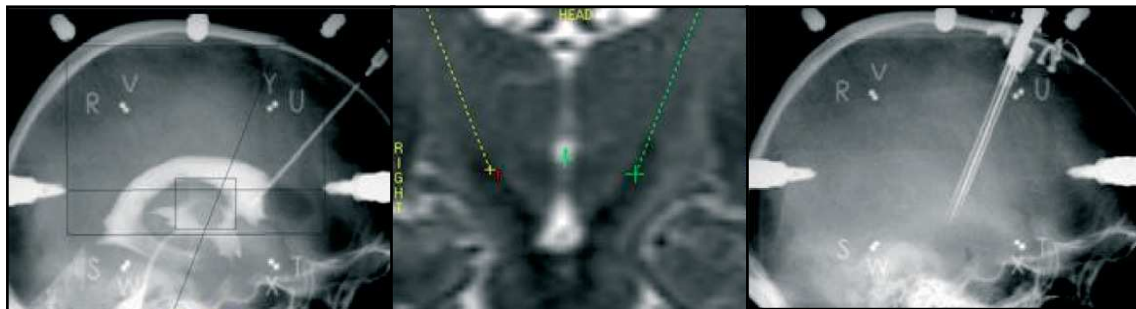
Localisation du STN par ventriculographie, IRM et électrophysiologie d'après Benabid et al.
